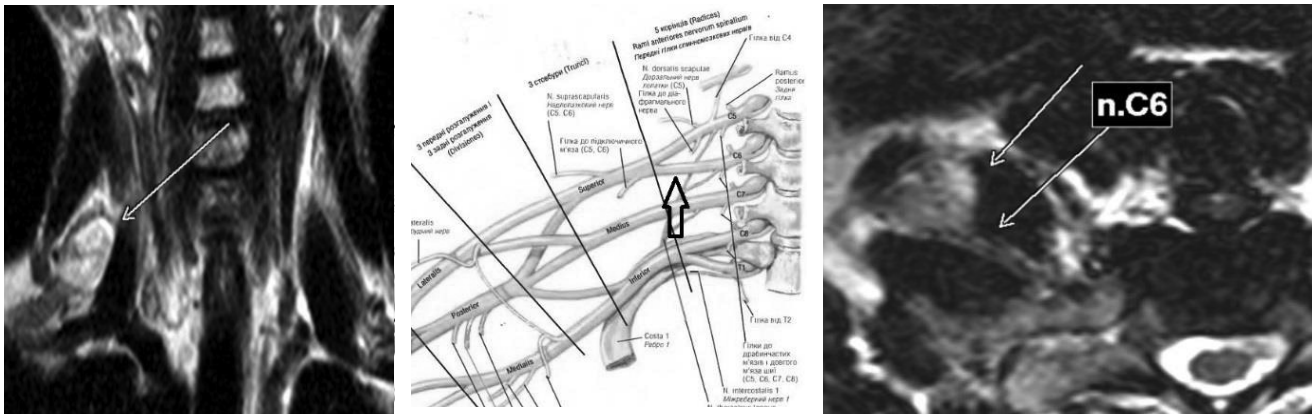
На МР-томограмі у режимі STIR 33 у корональній проекції визначається набряк нервових структур
